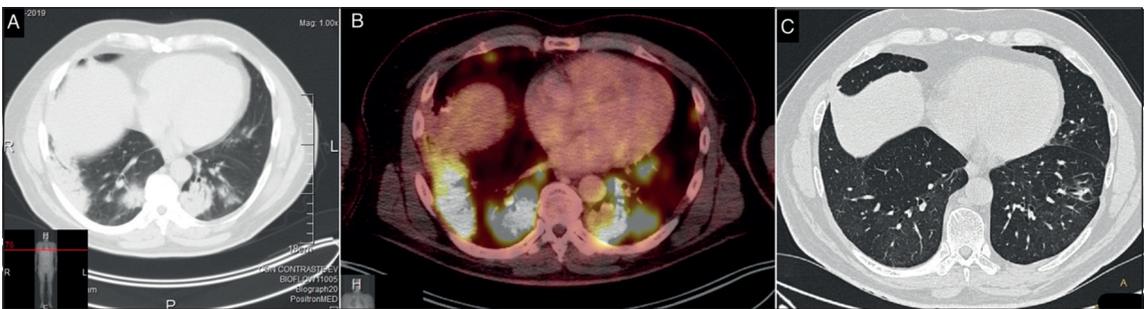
Se muestran imágenes de un paciente con sarcoidosis secundaria a Nivolumab. A-B. Tomografía por emisión de positrones con múltiples focos de condensación hipercaptantes. C. Tomografía computada de tórax posterior a suspensión y 3 meses de tratamiento con corticoides, se observa resolución casi total de compromiso pulmonar.
